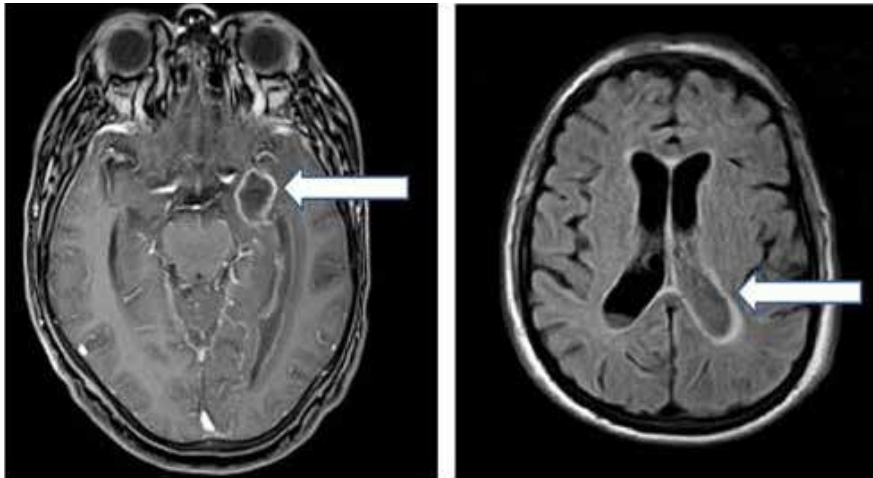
IRM axial T1 con contraste (Gd) y FLAIR, muestran una formación silviana izquierda con reforzamiento anular en relación con absceso y ocupación de los ventrículos laterales secundaria a endodermatitis.
